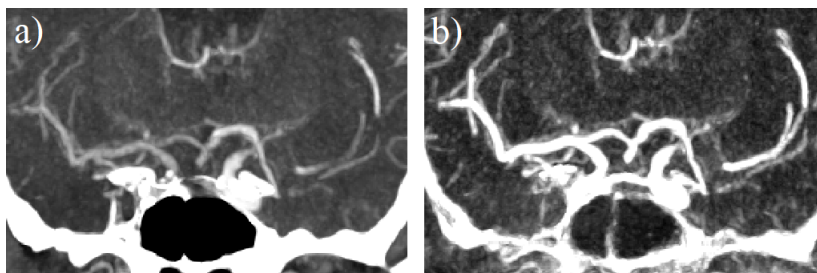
Ukázka registrace s velkým posunem CTA v první fázi k nativnímu snímku v sagitální rovině: a) neregistrované snímky, b) registrované snímky.
